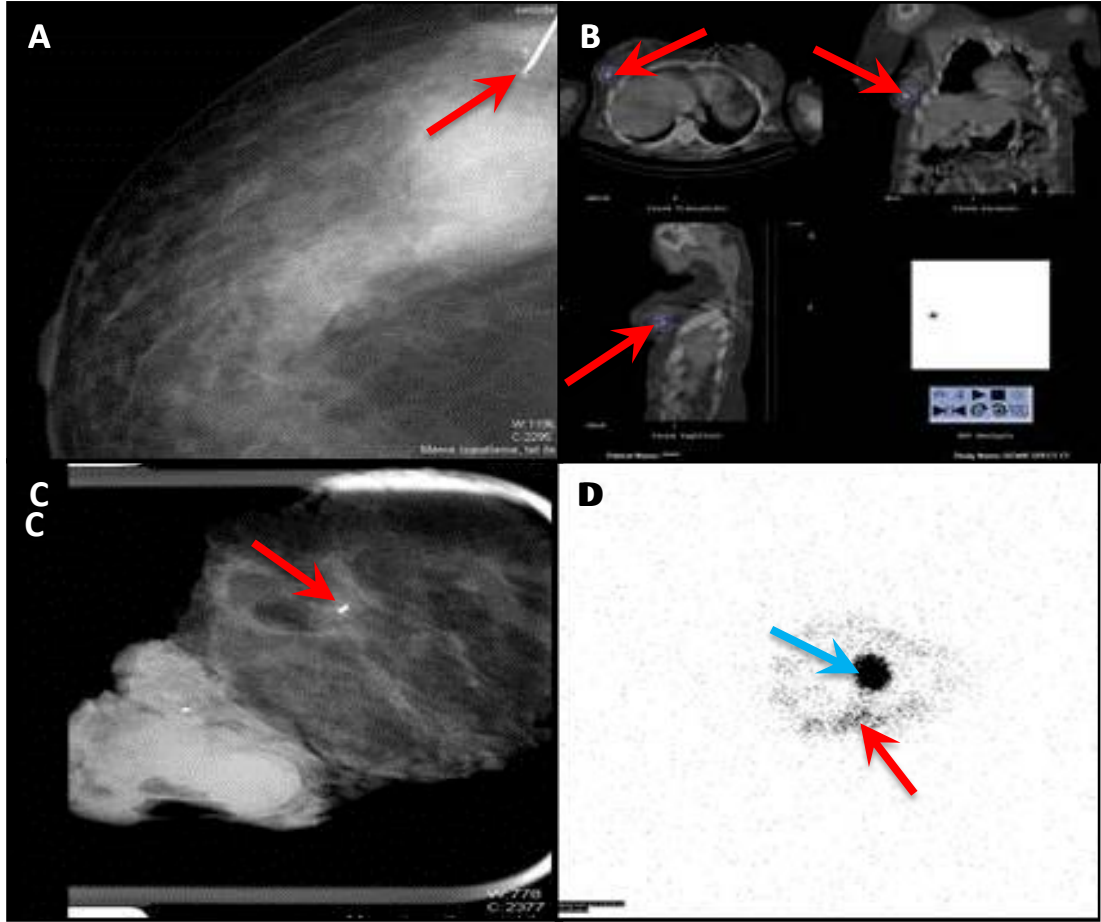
Vaka no:20. 63 yaş, sklerozan adenozis, SPECT-BT görüntülemenin katkısı.
